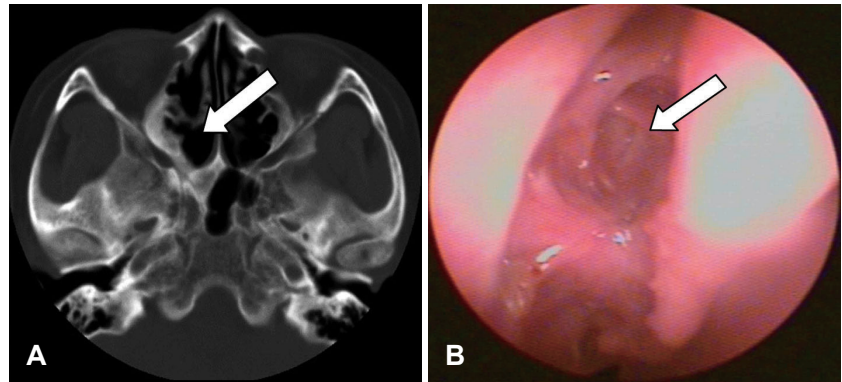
Postoperative CT scan after 4 months shows mild mucosal thickening (white arrow) (A). Fibroscope shows that fungal materials and inflammation in the Onodi cell have completely resolved (white arrow)(B).
